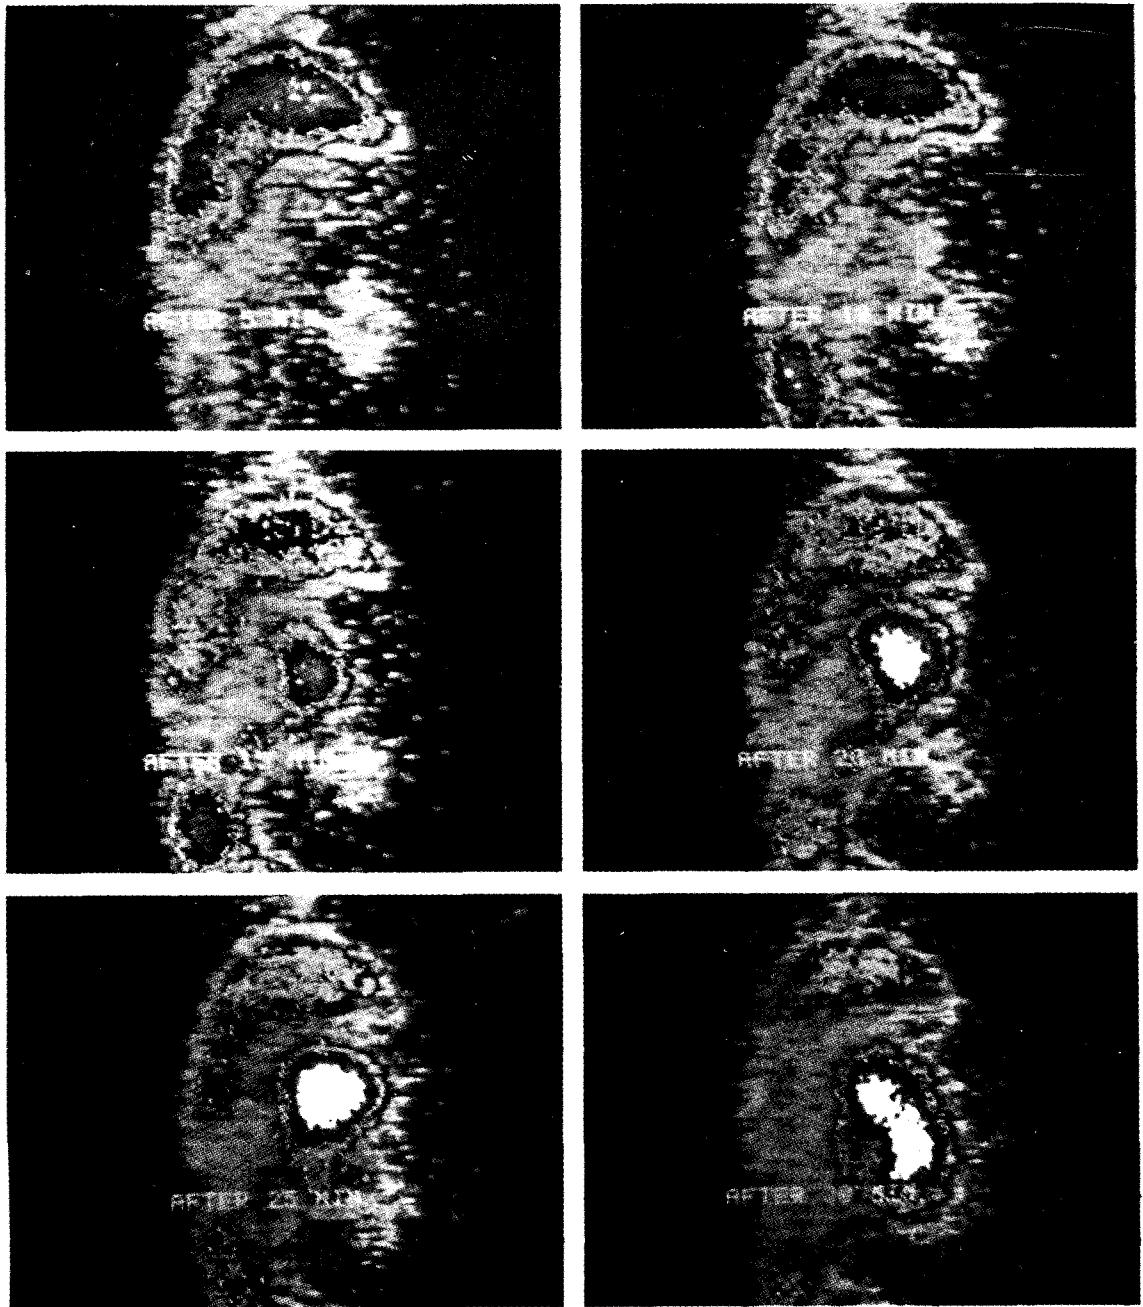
Image display of ^{99m}Tc -DISIDA scintigram. After intravenous injection, ^{99m}Tc -DISIDA was excreted through duodenum in accordance with the time lapse
